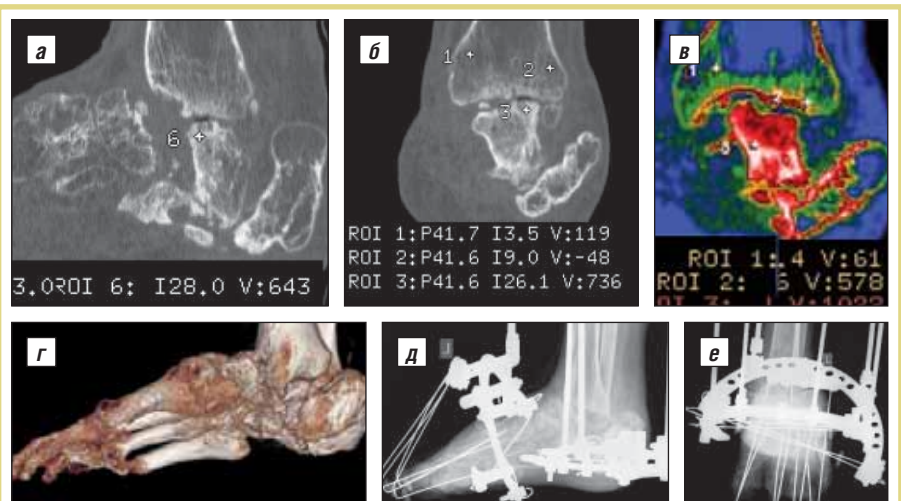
МСКТ костей стопы больного К., 39 лет. Хронический посттравматический остеомиелит таранной, пяточной костей. Дефект пяточной кости. MPR (а, б); MPR, ColorMap (в); VRT (г). Рентгенограммы стопы после операции (д, е)
